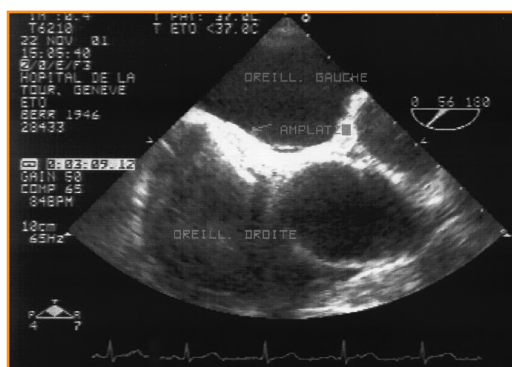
Contrôle échocardiographique transœsophagien après implantation.
